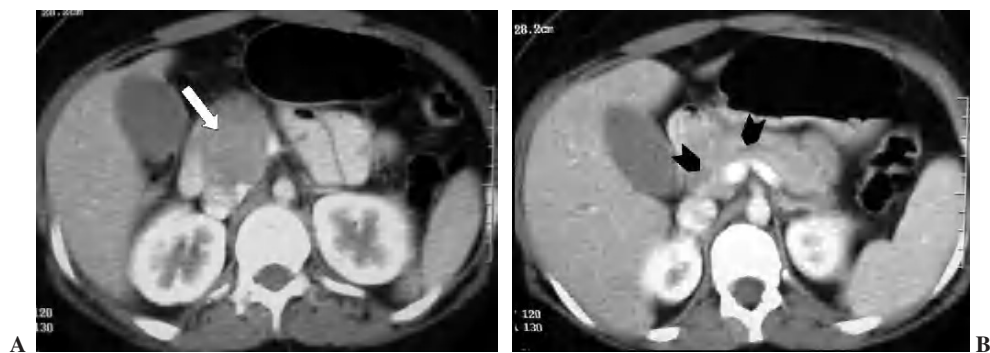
Tomografía computarizada (TC) con contraste oral e intravenoso. (A) Muestra una masa hipovascular en la cabeza pancreática (flecha) en contacto con el duodeno y próxima a los vasos mesentéricos. (B) Existe distensión de la vesícula biliar y dilatación del conducto biliar común y del pancreático (cabezas de flecha).
